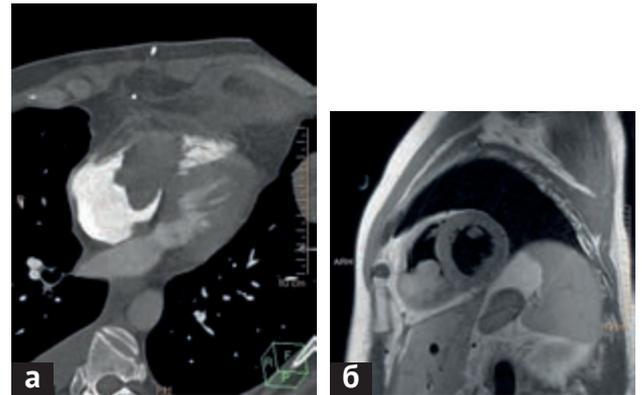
а — мультиспиральная компьютерная томография; б — магнитнорезонансная томография
